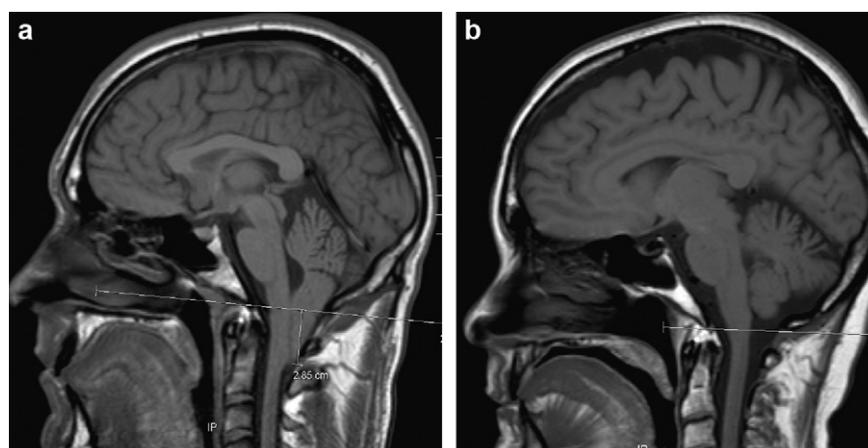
a : IRM cérébrale en séquence T1 sagittal (premier cas) ; b : IRM cérébrale en séquence T1 sagittal (sujet sain).
